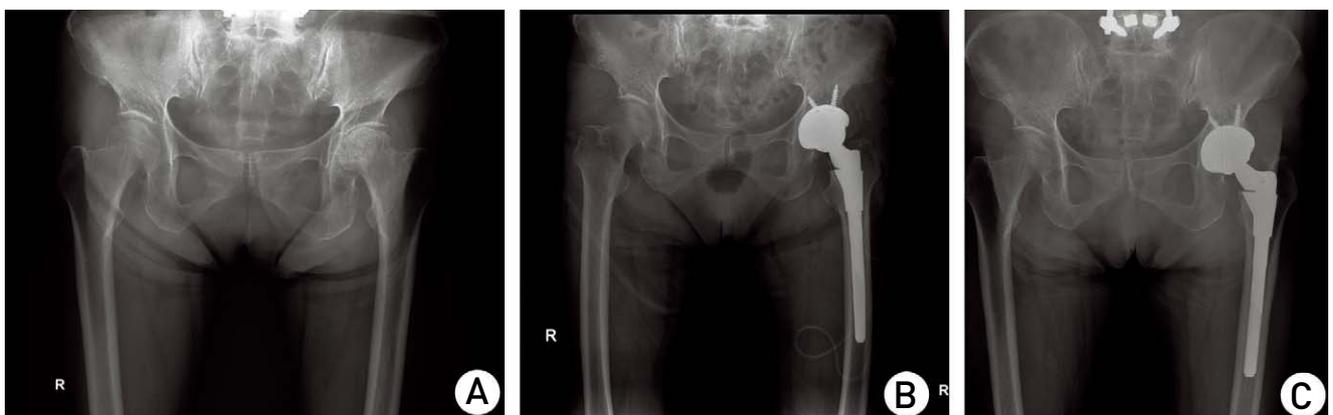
Anteroposterior radiograph of 60-year old male patient. (A) Preoperative radiographs shows that the left hip osteonecrosis. (B) radiographs shows post-operation. (C) Thirty months after operation, the follow-up radiograph shows that there is no osteolysis and wear of acetabular and femoral component. The patient's clinical score is excellent.
